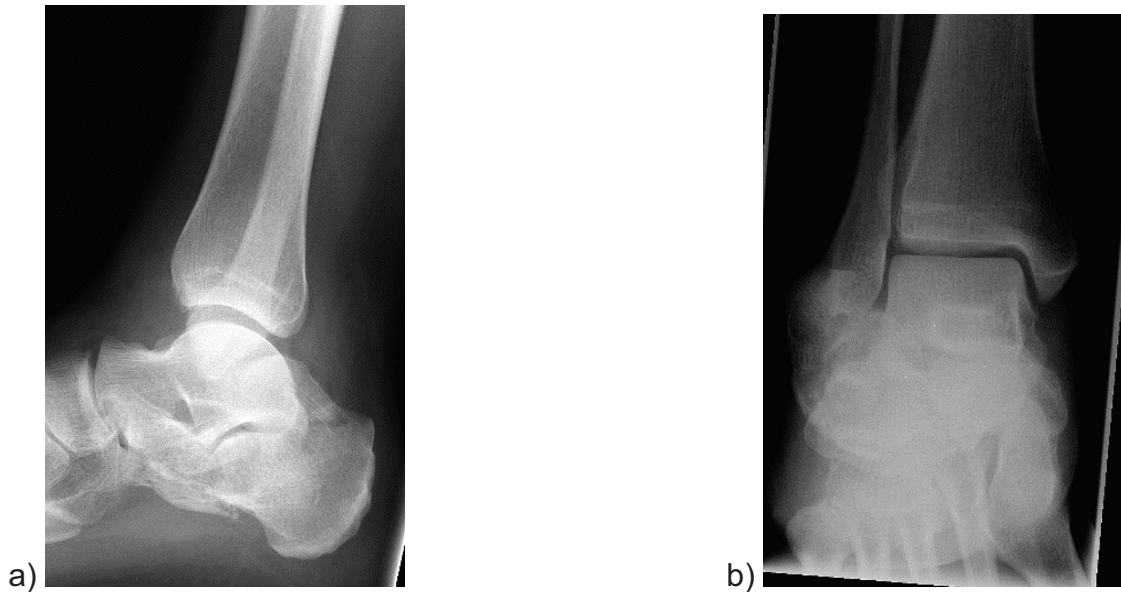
Röntgenaufnahmen des rechten Calcaneus
